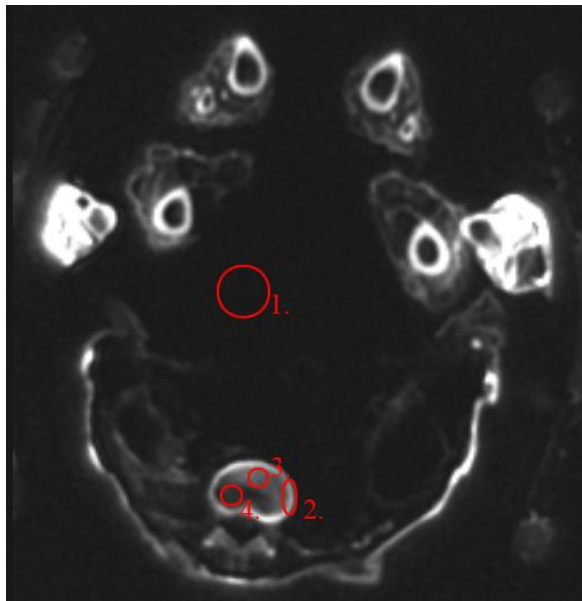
Peru, Bild 9, MRT
